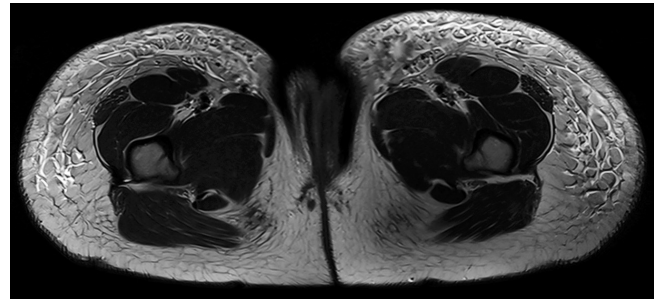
Lymphedema of both thighs. A 19-year-old woman with a leg swelling for 10 years and chylothorax for 2 years. T2-weighted image shows extensive subcutaneous edema, fat hypertrophy, and suspicious fibrosis.
